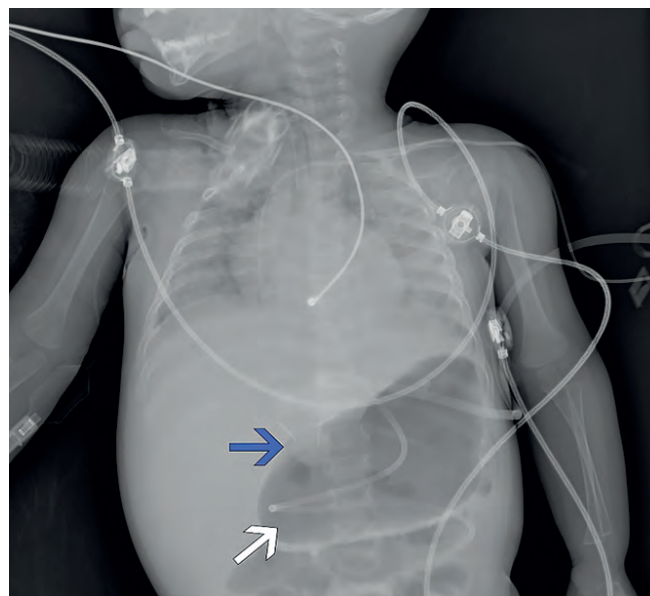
Компьютерная томография органов брюшной полости: в просвете желудка и по ходу петель 12-перстной и тощей кишки в просвете определяется назоеюнальный зонд (обозначен белой стрелкой); на передней стенке нижней трети тела желудка определяется интрагастральная часть гастростомы (баллон) и 3 фиксирующие T-образных анкера (обозначены синей стрелкой)
